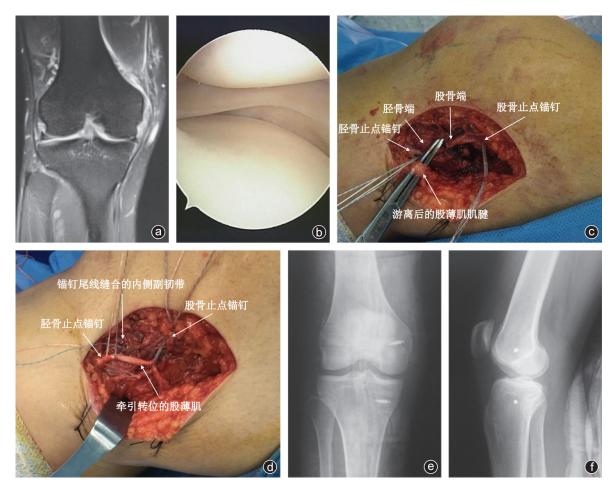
病人,男,27岁,因右膝关节扭伤入院 a:术前MRI示右膝内侧副韧带Ⅲ度损伤,股骨止点断裂,内侧半月板脱位;b:术中关节镜检见右膝关节内侧室高度增宽,内侧半月板松弛脱位;c:术中见内侧副韧带体部断裂;d:缝合及加强修复内侧副韧带;e、f:术后右膝关节正侧位X线片,可见锚钉固定位置良好
